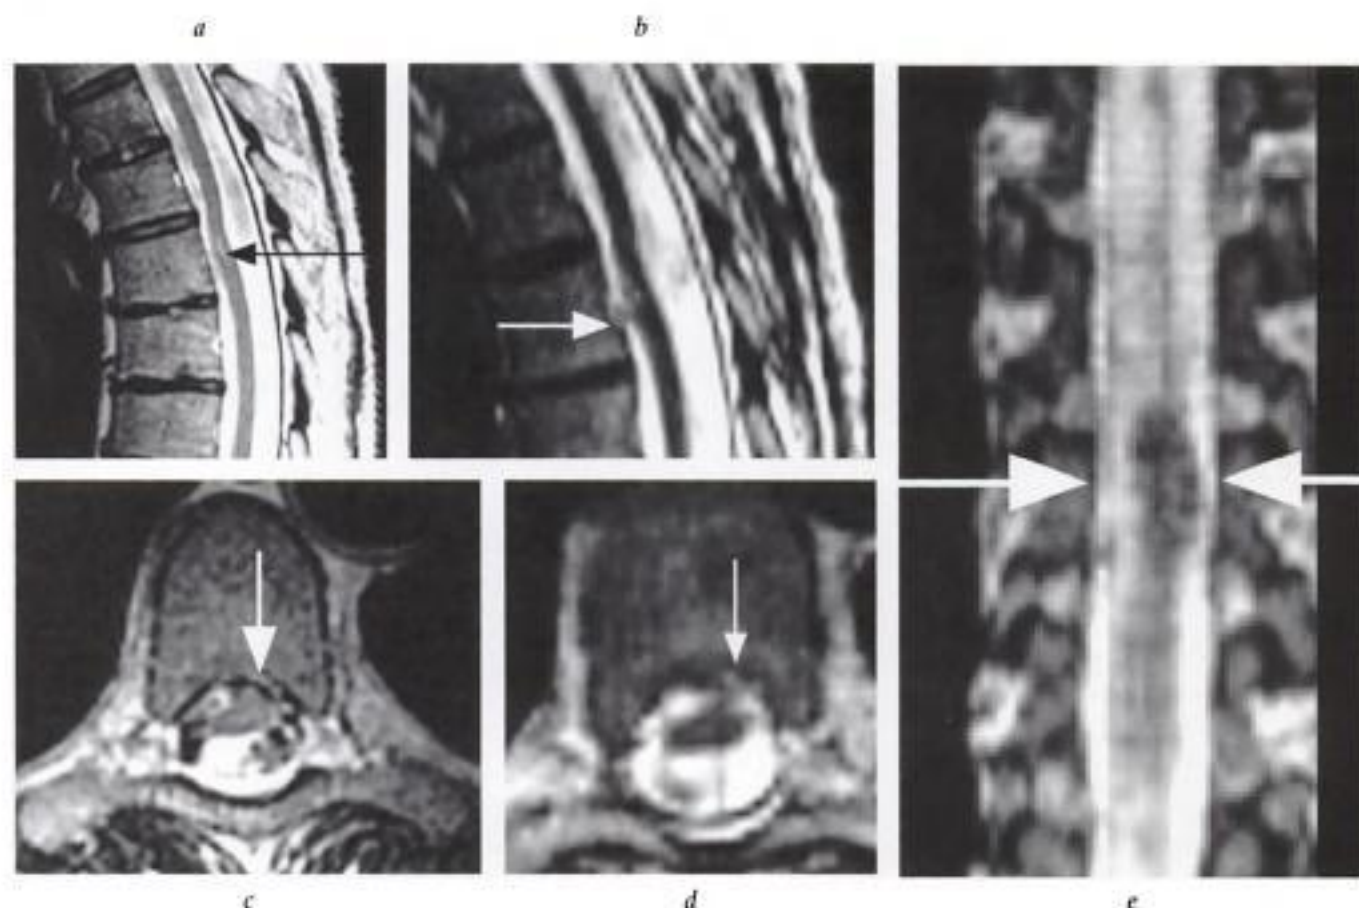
Hernie médullaire transdurale. IRM, pondération T2. a) coupes sagittales médiane et b) parasagittale gauche. c) Coupe axiale au niveau de T6 en pondération T2 et en mode 2D. d) Reconstruction axiale au même niveau d'une séquence acquise en sagittal en mode 3D. e) Reconstruction de la même séquence en vue frontale située au niveau du mur vertébral postérieur. Déformation de la moelle épinière, attirée vers le mur postérieur de T6 avec élargissement des espaces sous-arachnoïdiens postérieurs et petit foyer médullaire de signal élevé (flèche en a). Sur la coupe parasagittale gauche (flèche en b) et les coupes axiales (flèches en c et d), la hernie de la moelle est détectée en topographie antérolatérale gauche. La reconstruction frontale permet d'imaginer le défaut ovale transversal décrit en peropérateur (flèches en e).
